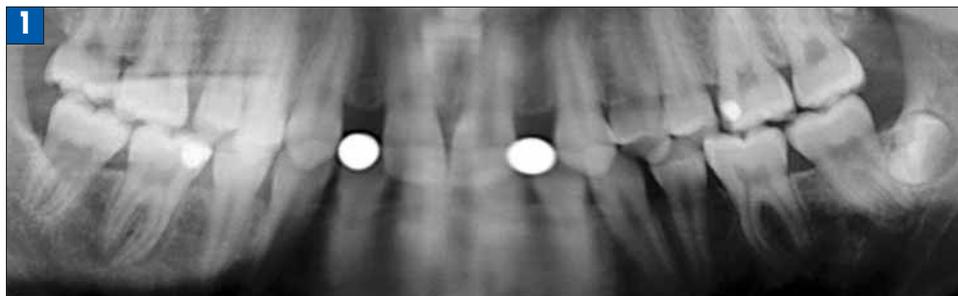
Диагностический рентгеновский снимок с измерительными шариками.
